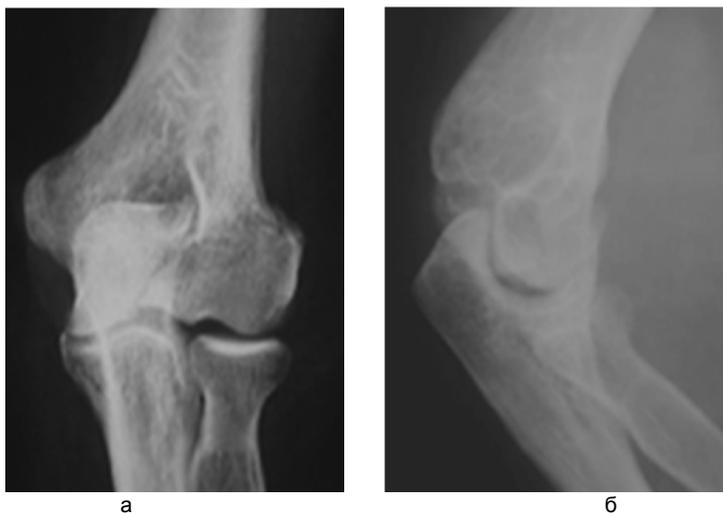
Рентгенограмма б-ной И., 51 год, набл. 60, и.б. № 398219/12. Перелом латерального надмыщелка левой плечевой кости (тип A1.1): а – прямая проекция; б – боковая
